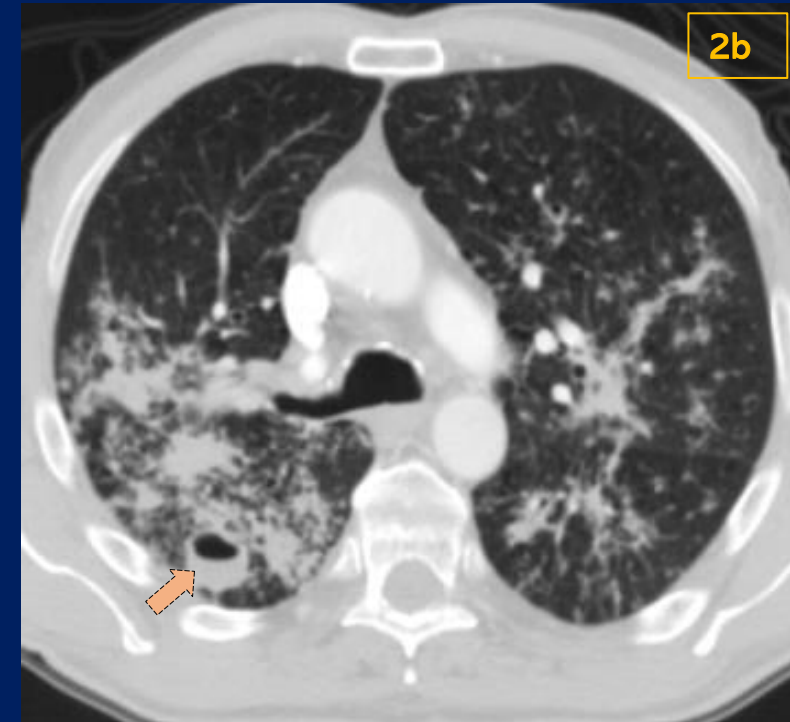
Tuberculosis pulmonar y extrapulmonar intestinal. (a) Tomografía de abdomen con contraste oral y ev que demuestra engrosamiento parietal concéntrico a nivel de la válvula ileocecal (puntas de flechas) y adenomegalias regionales (flecha). (b) TCMD de tórax con contraste ev y en corte axial donde se visualizan en ambos lóbulos superiores nodulillos con disposición en árbol en brote y caverna con nivel (flecha) en el segmento superior del LID.
